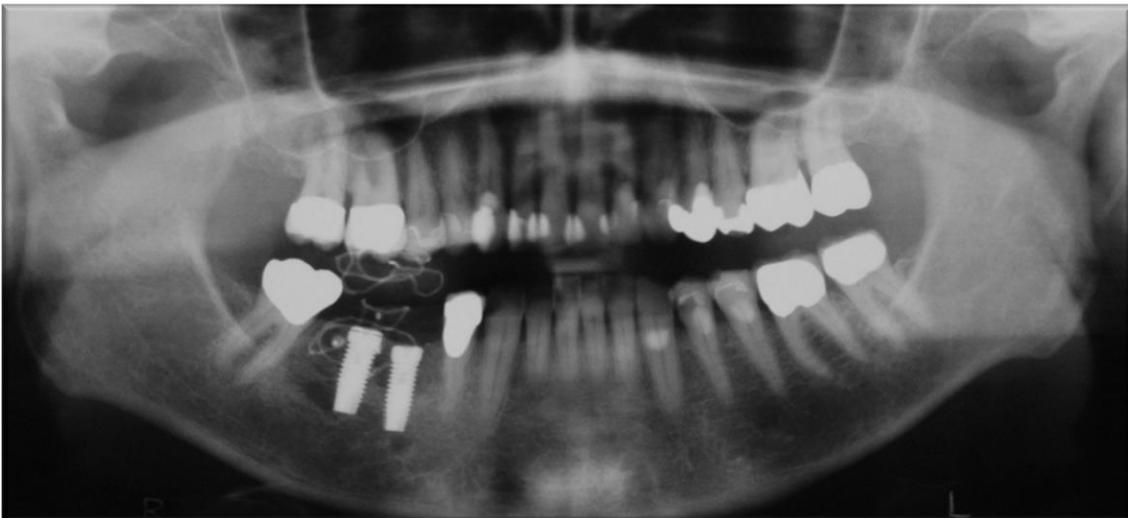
Post OP Röntgenkontrolle (OPG)
